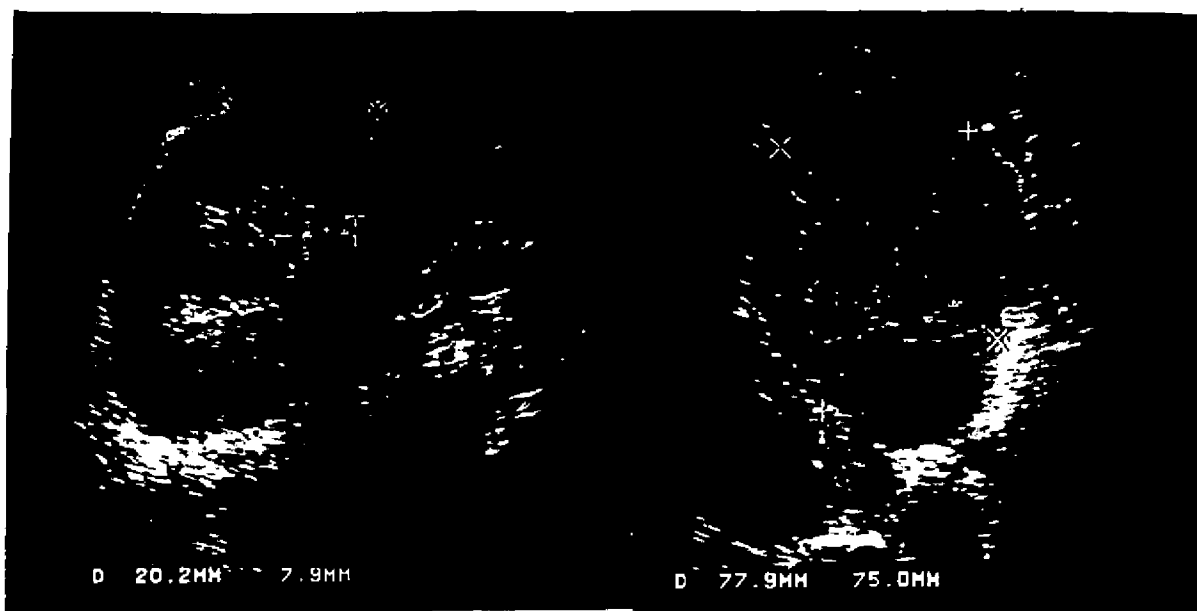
(A y B): Ecografía en modo B de un RECHAZO AGUDO VASCULAR con corte longitudinal, (A) y transversal (B). Se observa inversión córtico-medular (cortical=7/9 mm, pirámide medular adyacente=20.2 mm) y disminución del seno renal en un injerto agrandado y redondeado (diámetro AP=77.9 mm, transverso=75 mm).
